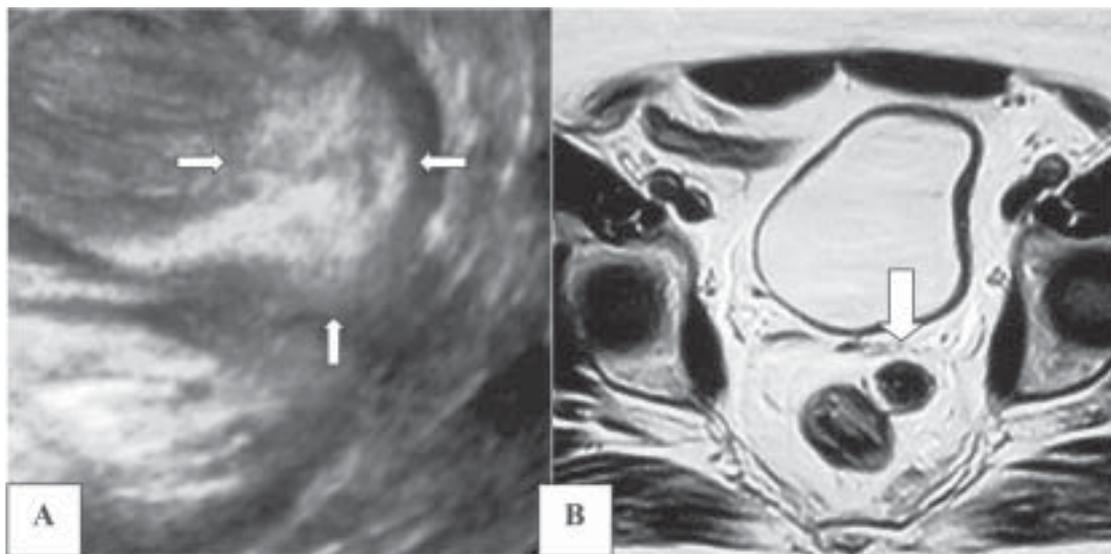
A – Ultrassonografia tridimensional em perfil com divertículo do reto (setas). B – Ressonância magnética pélvica do
